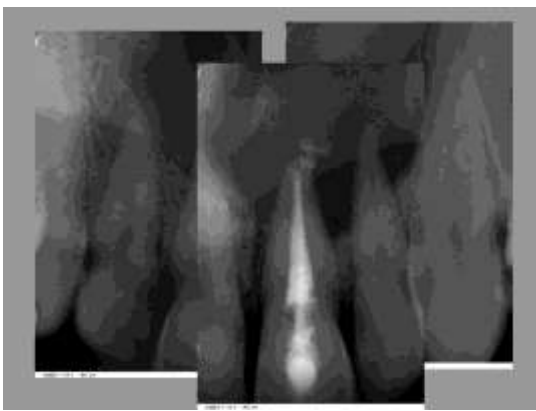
Composición de las periapicales que muestra la extensión completa de la lesión.
